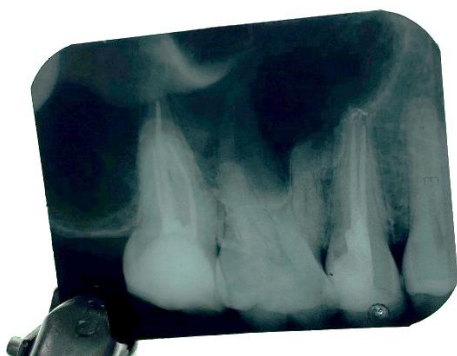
Radiografia do tratamento endodôntico do elemento 15
